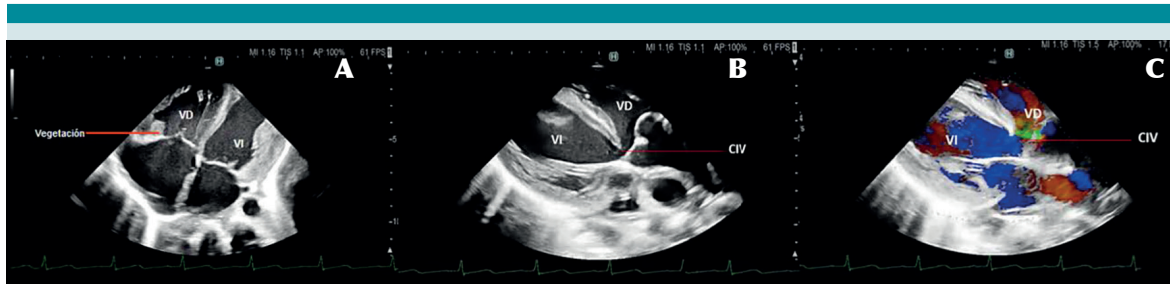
(A) Imagen de ecocardiograma que muestra vegetación en el velo anterior de la válvula tricúspide. (B) Se muestra la comunicación interventricular (CIV). (C) Imagen de ecocardiograma con doppler donde se muestra la CIV.
